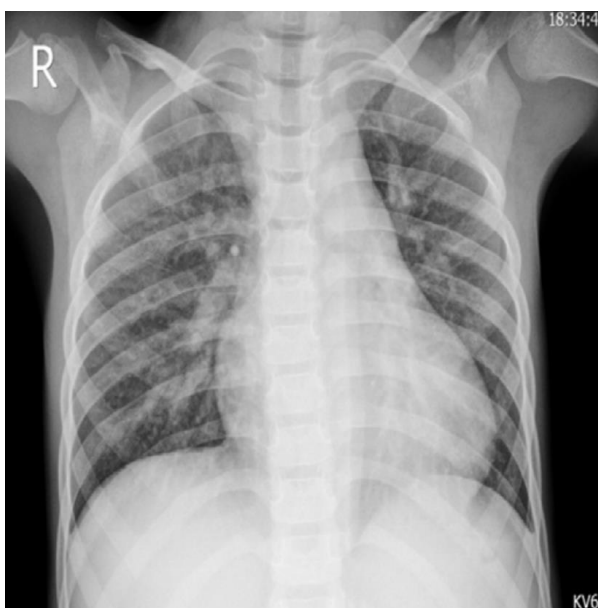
Зразок рентгенографічного зображення для інфікованого вірусною пневмонією пацієнта [33]
